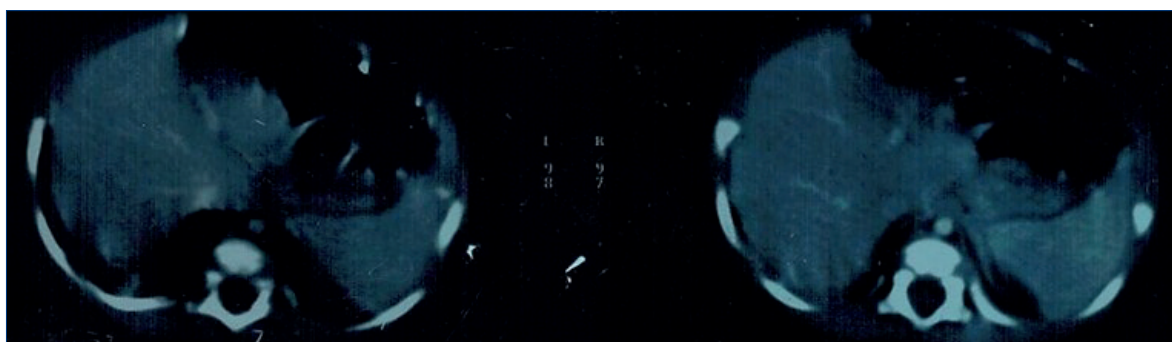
Tomografía computada de tórax.
